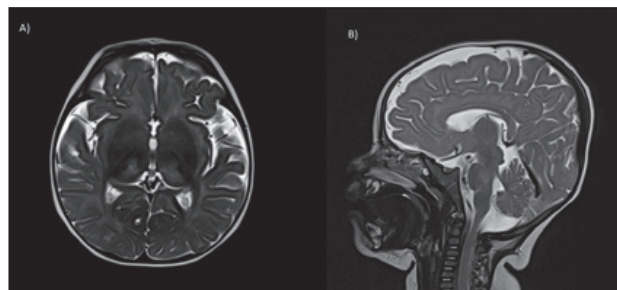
RM cerebral en T2 (10è dia hospitalització). A) Reducció d'afectació clapejada asimètrica talàmica bilateral, capsular, ganglió basal de predomini esquerre. B) Reducció d'afectació de tronc, predomini hemiprotuberància dret. Resolució d'afectació espinal.
